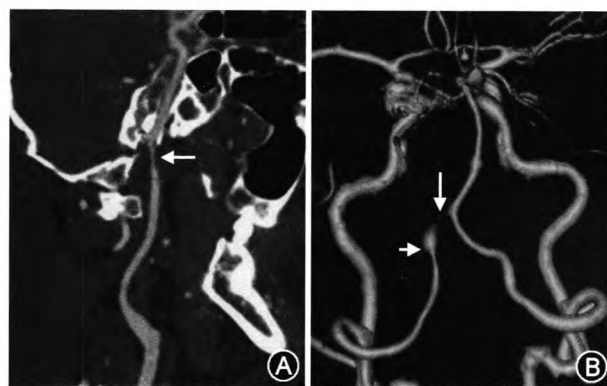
CTA 显示动脉夹层所致血管改变。A:颈内动脉夹层致局限狭窄(箭头)。B:椎动脉夹层致瘤样扩张(短箭头)、远端重度狭窄近闭塞(长箭头)
